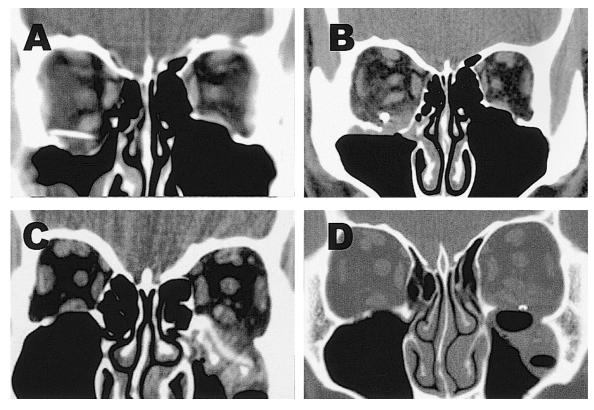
(A), (C) CT scan showing unsatisfactory displacement of silastic plate used in repairing inferior orbital wall fracture. (B), (D) CT scans demonstrating well reconstructed orbital wall with Medpor[®] channel sheet-plate complex with removal of silastic plate, 3-5 days after first reconstruction with silastic plate. (A-B), (C-D)
